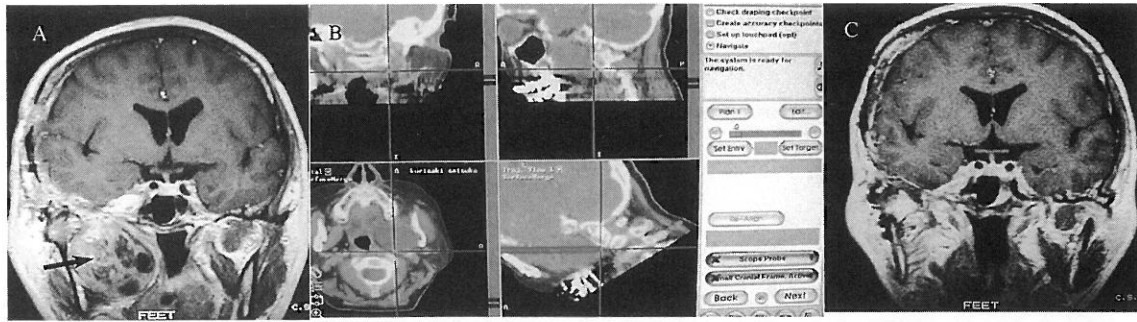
Case 3. A: An enhanced MRI after the initial surgery, showing a residual tumor in the infratemporal fossa (arrow).
